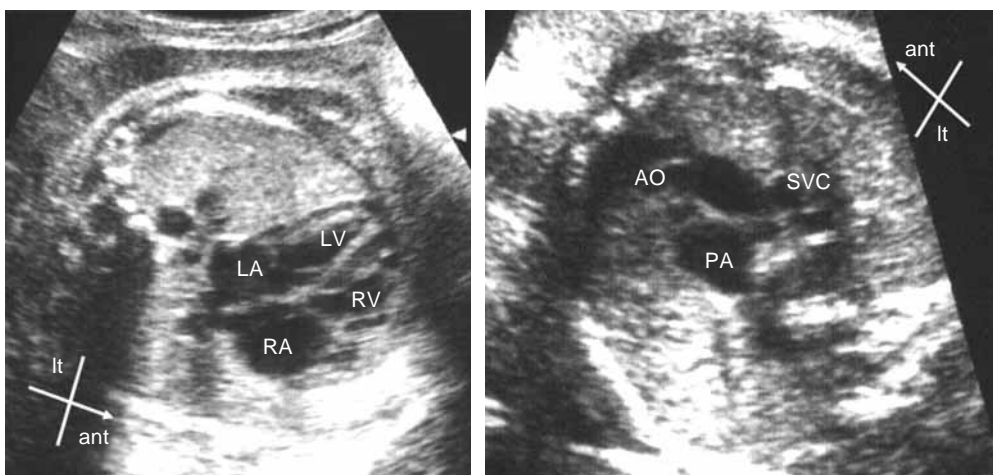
Fetal echocardiogram: transposition of the great arteries (see text).
